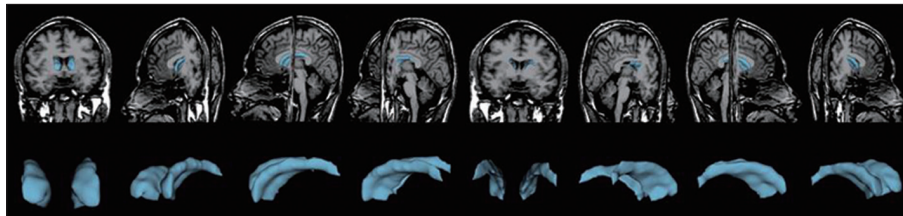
Three-dimensional presentation of segmented caudate nucleus overlaid on coronal magnetic resonance imaging sections from a single subject.
